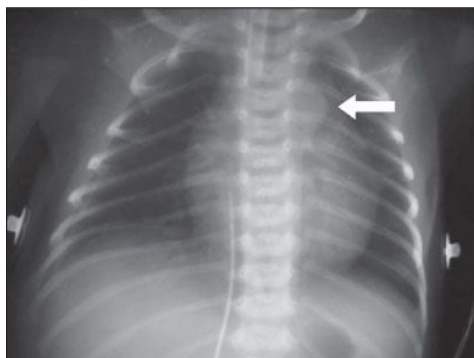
Radiografia de tórax de RN com um dia de vida demonstrando a bossa ductal (seta).
